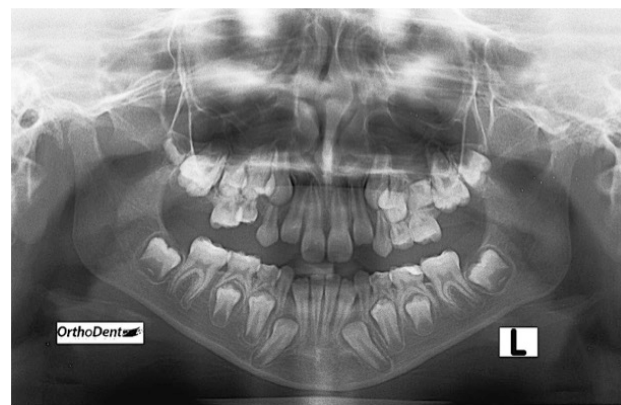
Radiografía inicial paciente TC.
